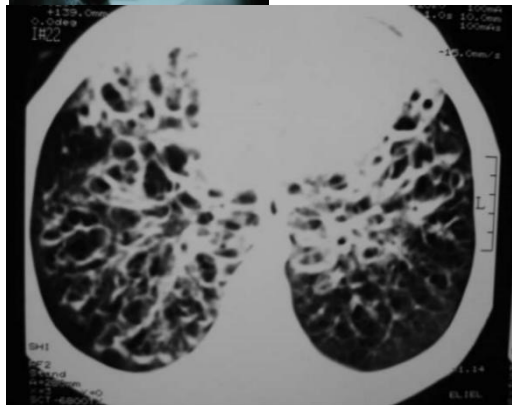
Bronquiectasia bilateral na TC (formas saculares).
